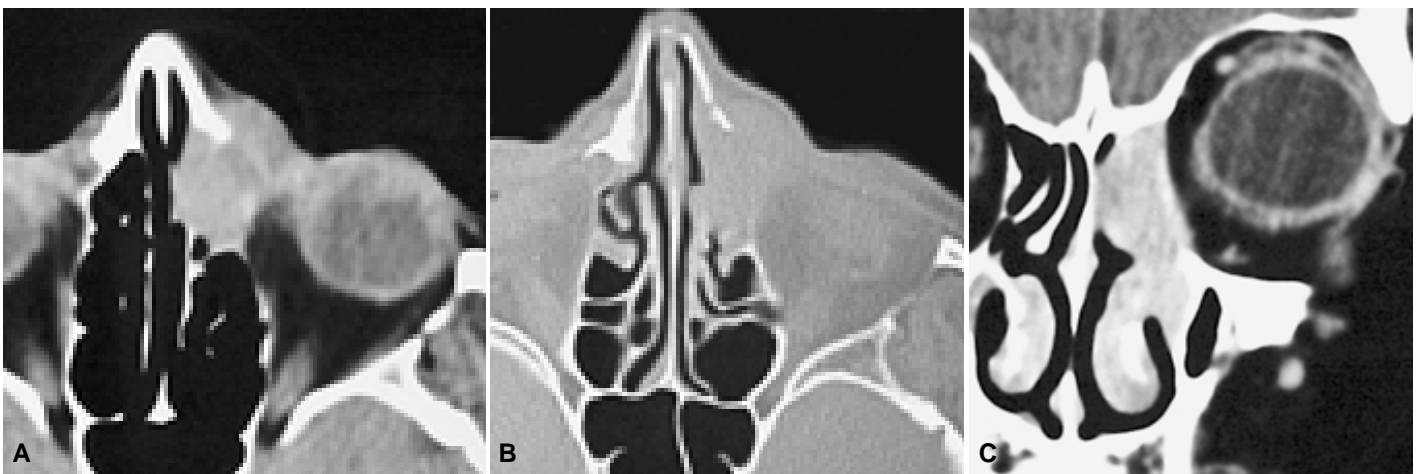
A) TC axial para partes blandas. B) Axial para hueso. C) Coronal para partes blandas. C) LNH del saco lagrimal y etmoides que ha destruido el extremo superior del conducto nasolagrimal y la lámina papirácea y que ha infiltrado la periórbita y espacio extraconal. Comportamiento que semeja un carcinoma escamoso.
